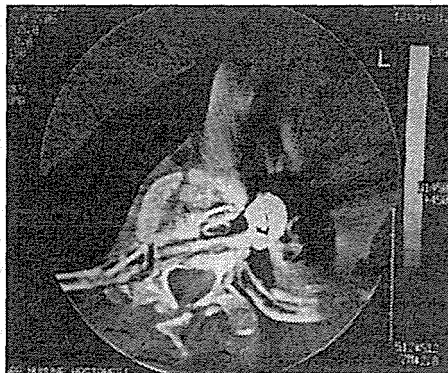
Ameliyat öncesi bilgisayarlı tomografi.
